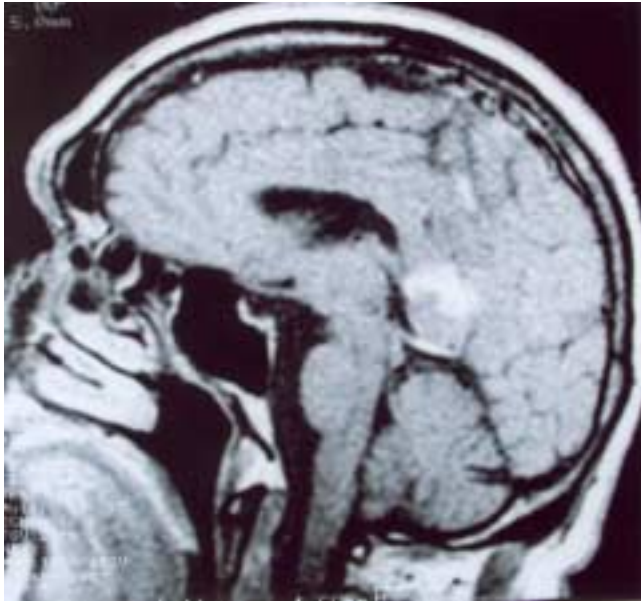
Corte sagital de RM contrastada donde se aprecia lesión en el esplenio del cuerpo caloso.
